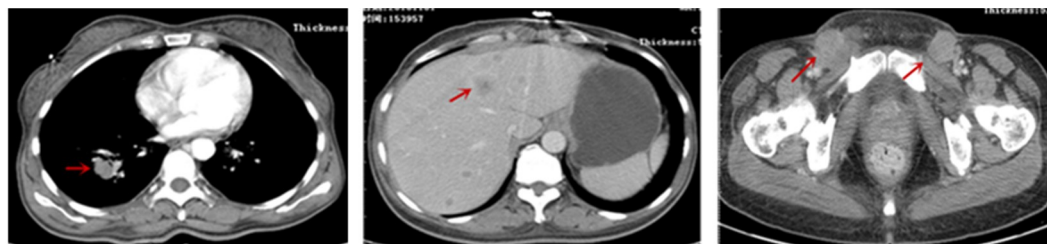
患者2016-11-01口服阿帕替尼治疗前肺部病灶、肝脏转移灶和双侧腹股沟肿大淋巴结CT影像
